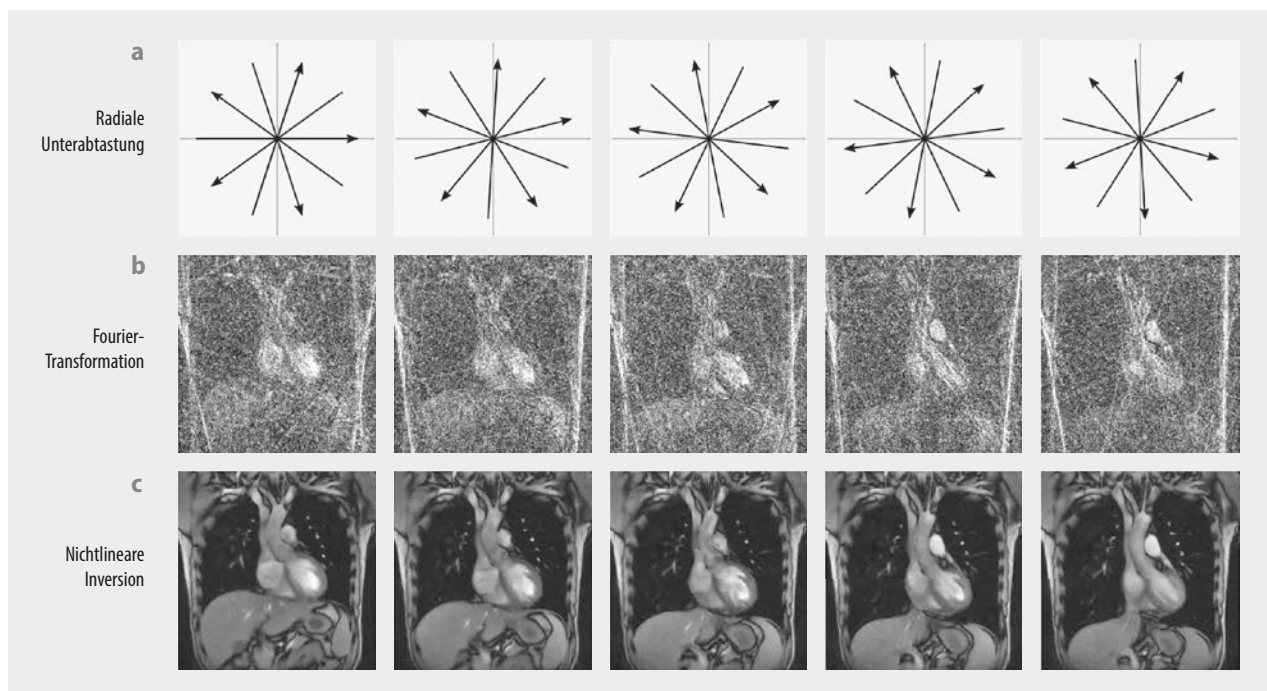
Durch Unterabtastung lässt sich die Magnetresonanztomografie beschleunigen. Die seriellen Datensätze enthalten komplementäre radiale Ortskodierungen (a). Die Bildberechnung mittels konventioneller Fourier-Transformation (b) versagt hierbei, während die nichtlineare Inversion mit Regularisierung durch ein vorangehendes Bild (c) eine sehr gute Abbildung liefert. Die einzelnen Bilder eines Herzfilms zeigen oberhalb der Leber vor allem die linke Herzkammer mit der aufsteigenden Aorta. Die Lunge (schwarz) liefert mit Ausnahme der Gefäße (helle Punkte) kein MRT-Signal.
